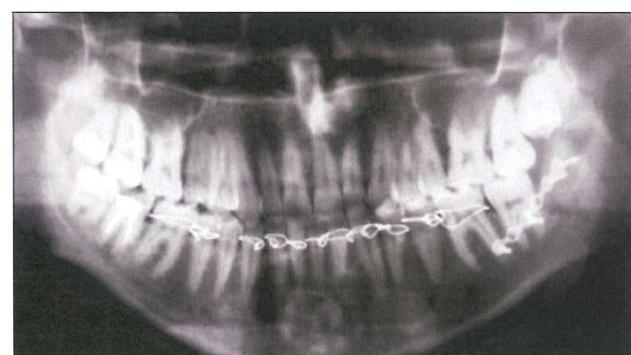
Ортопантомограмма после оперативного вмешательства.
